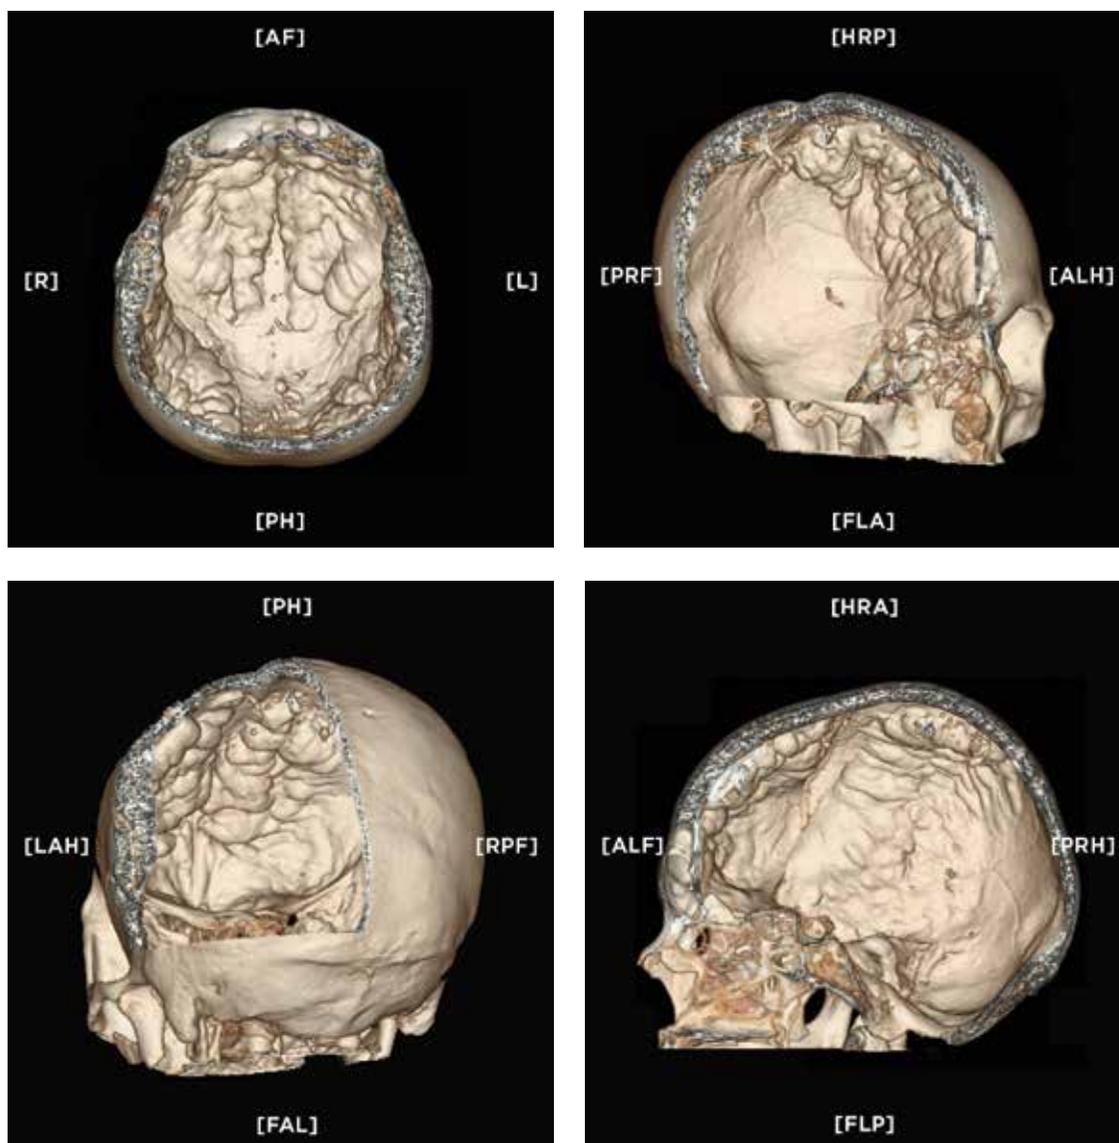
Imágenes de reconstrucción digital de cráneo mediante tomografía computada. Se observan múltiples nódulos que afectan la totalidad de la parte interna del hueso frontal con extensión los parietales y que respetan la línea media
